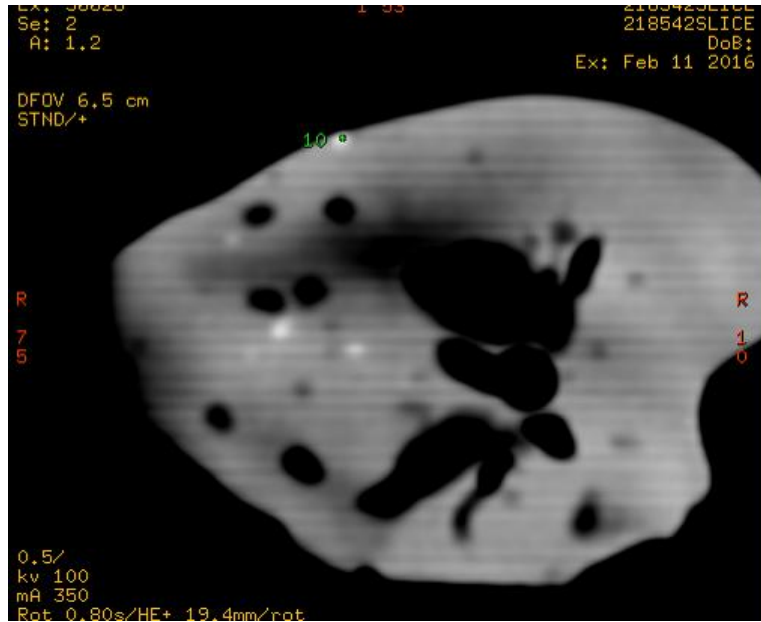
TC. Imagen nodular subpleural del tipo IV.
